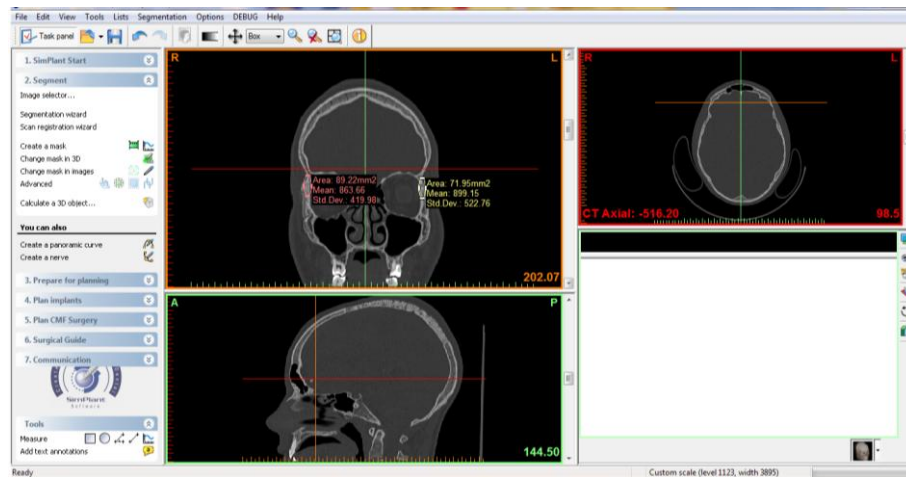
КТ хворого З., 20 років. Порівняльний аналіз показників щільності кісткової тканини в зоні полімеростеосинтезу та симетричної неураженої ділянки.
